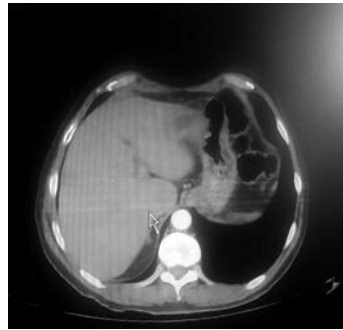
Imagen de tomografía de control donde se aprecia la desaparición de la colección anterior.
